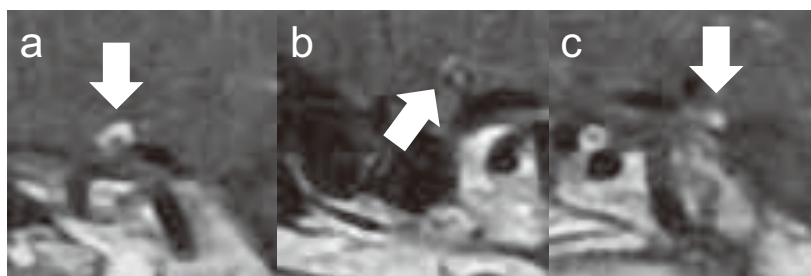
造影 MRI Vessel wall imaging a: 右内頸動脈瘤, b: 左内頸動脈瘤, c: 前大脳動脈瘤
